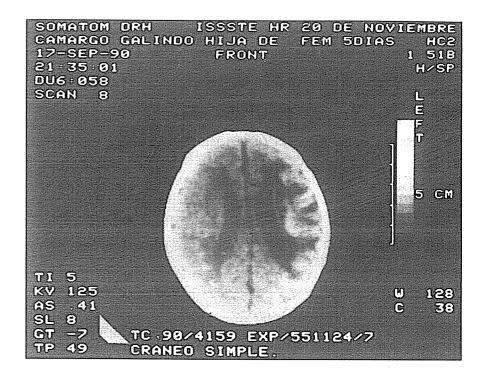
Tomografía computarizada de cráneo en un niño de cinco días de nacido. Puede observarse una gran hemorragia en el hemisferio izouierdo. Este niño presentó anoxia durante el parto. Cortesía del Dr. Antonio Fernández-Bouzas.
